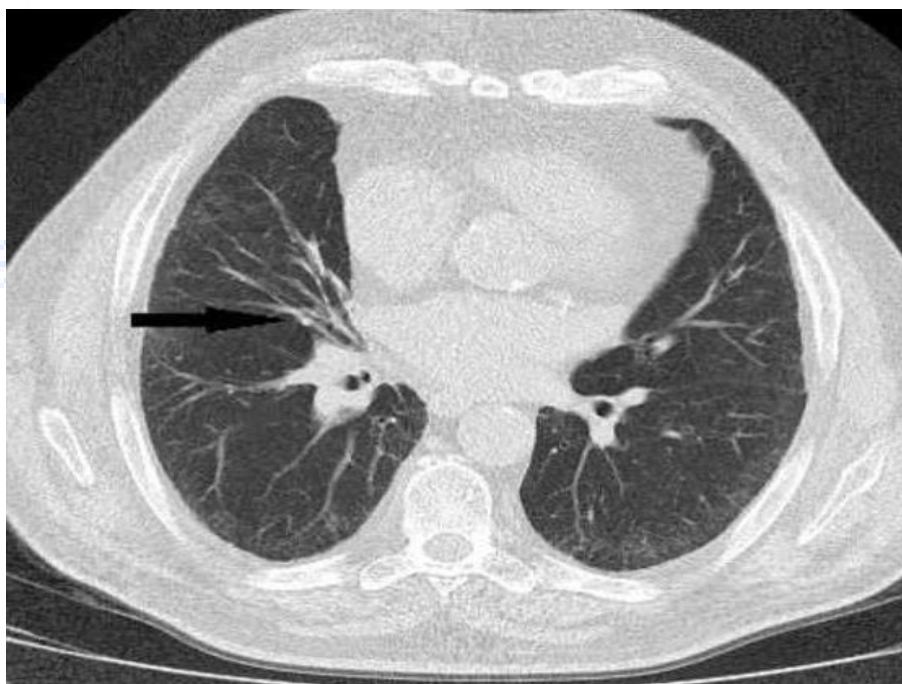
Больная А., 58 лет. Компьютерная томограмма в аксиальной плоскости. В правом легком определяется утолщение бронхиальных стенок в виде симптома «трамвайных рельс» (стрелка).
